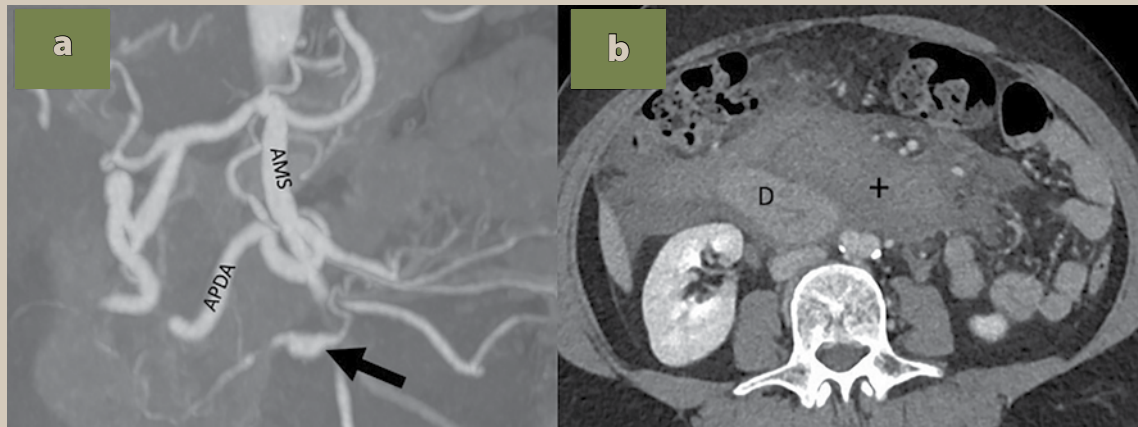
a) Angiotomografía computada en máxima intensidad de proyección con presencia de aneurisma fusiforme de la arteria pancreatoduodenal posteroinferior (flecha). b) Tomografía computada en fase venosa con colección (+) en el espacio prevascular del retroperitoneo, además se observa la 3ª porción del duodeno (D) con engrosamiento de la mucosa.
